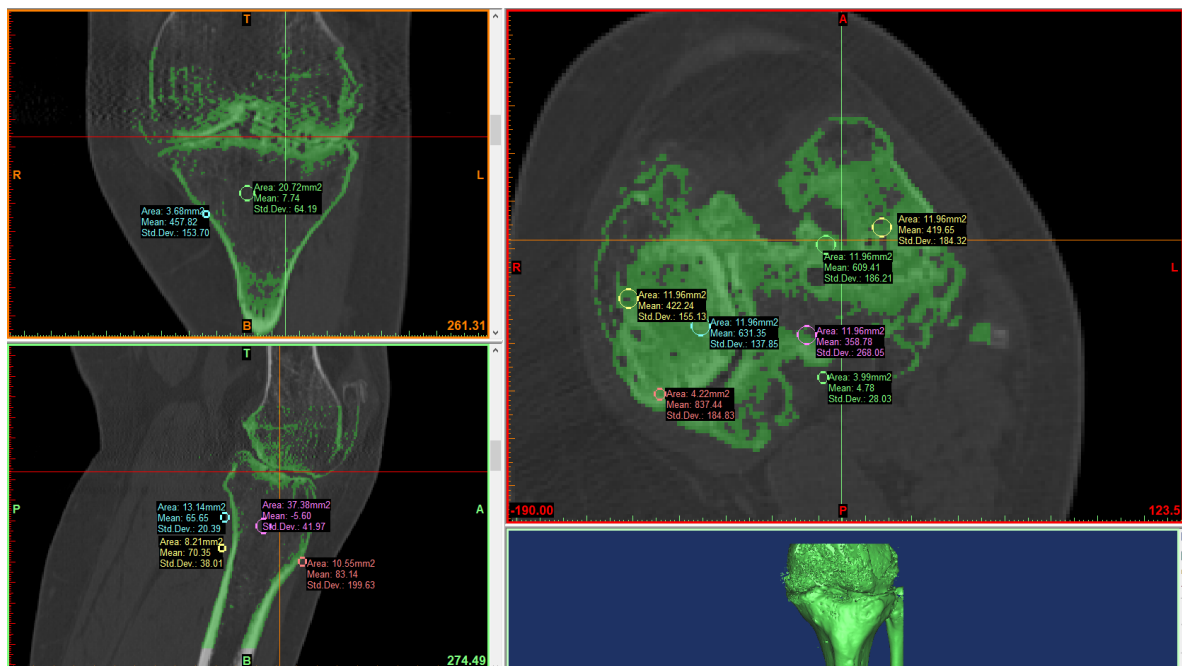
КТ скан. Просторова геометрія колінного суглоба пацієнт Я., хворого на РА
